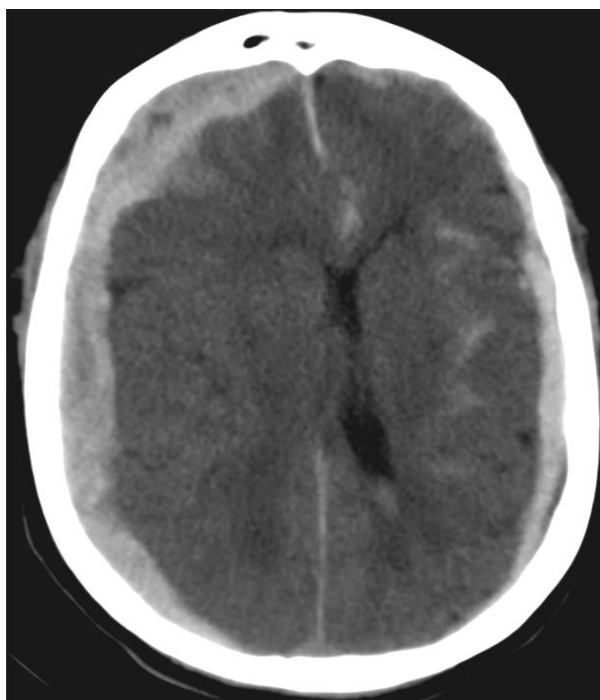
CT, aksijalni presjek, tipični bikonveksni izgledi epiduralnih hematoma
